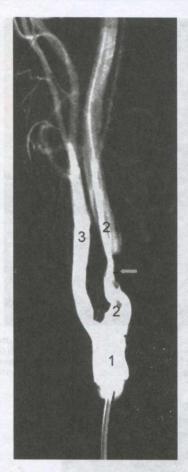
Контрастная рентгеновская ангиография:
